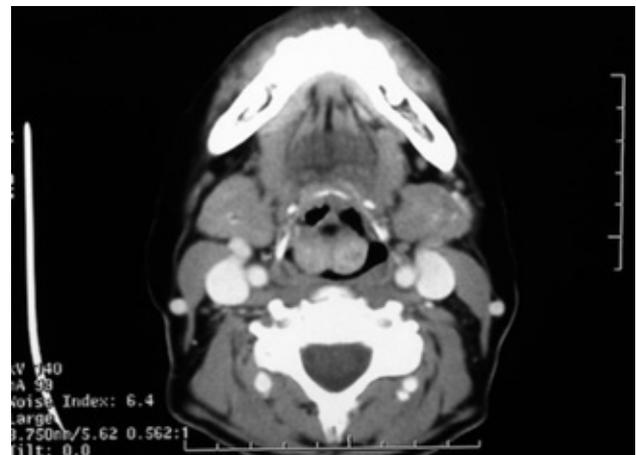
TAC cervical: corte axial.
